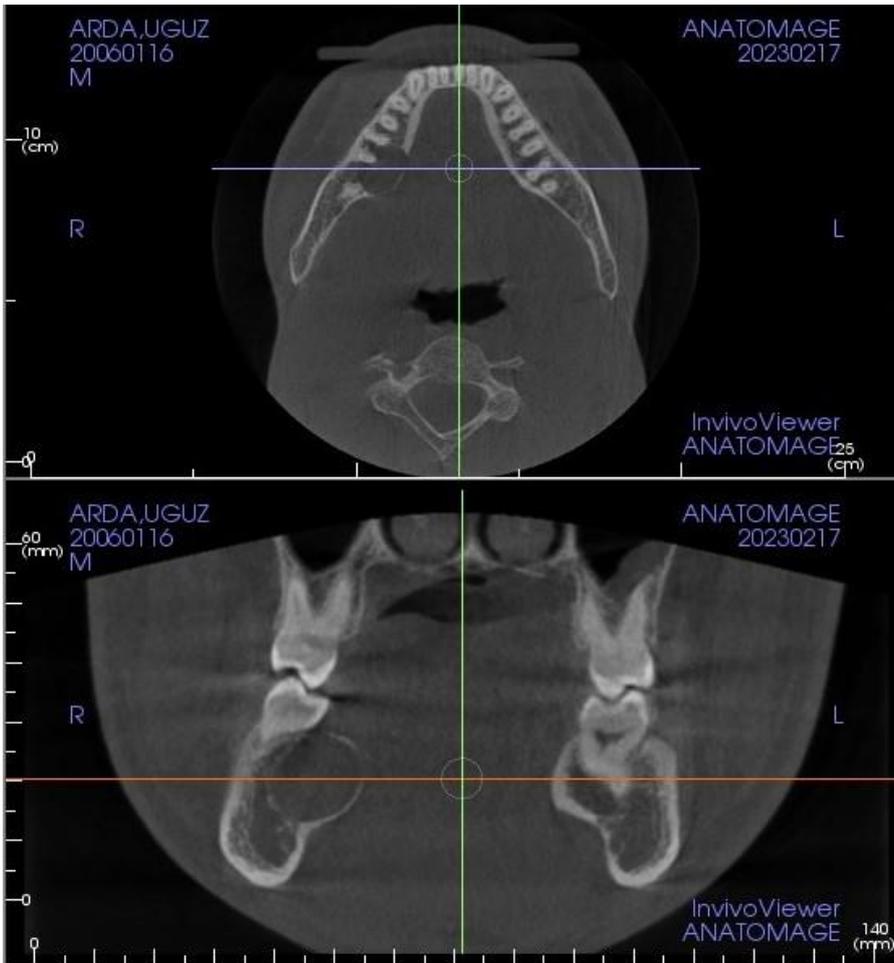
CBCT image before the operation
